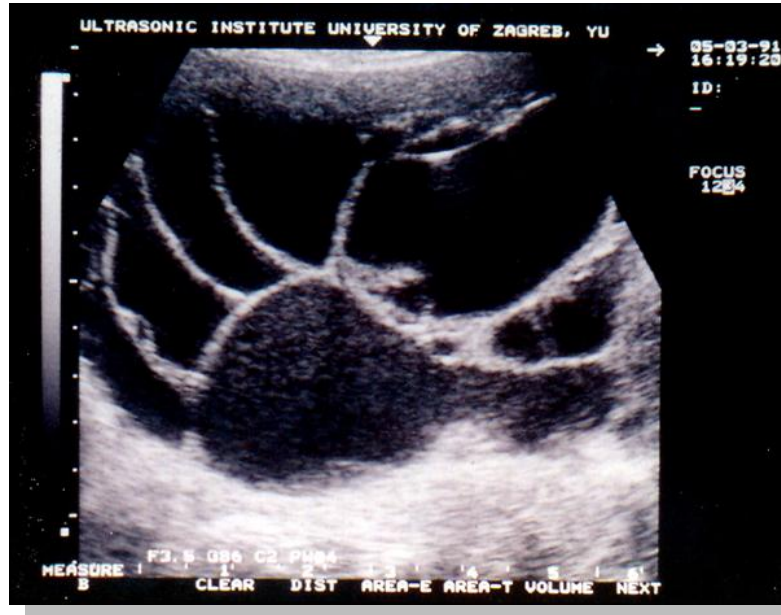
Ecografía que muestra tabiques intracavitarios en un Cistoadenoma seroso.
